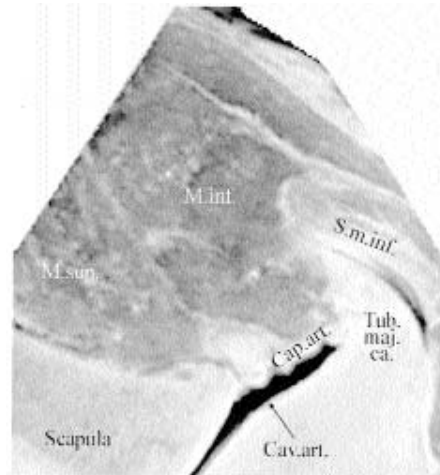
Sonogramm Untersuchungsebene L 2 lat. horizontal
